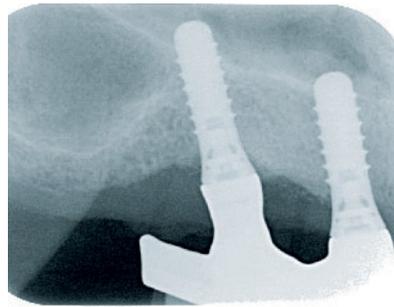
Röntgenologische Ausgangssituation der Implantate in regiones 13 und 14. Es sind gute periimplantäre Knochenverhältnisse zu erkennen.
